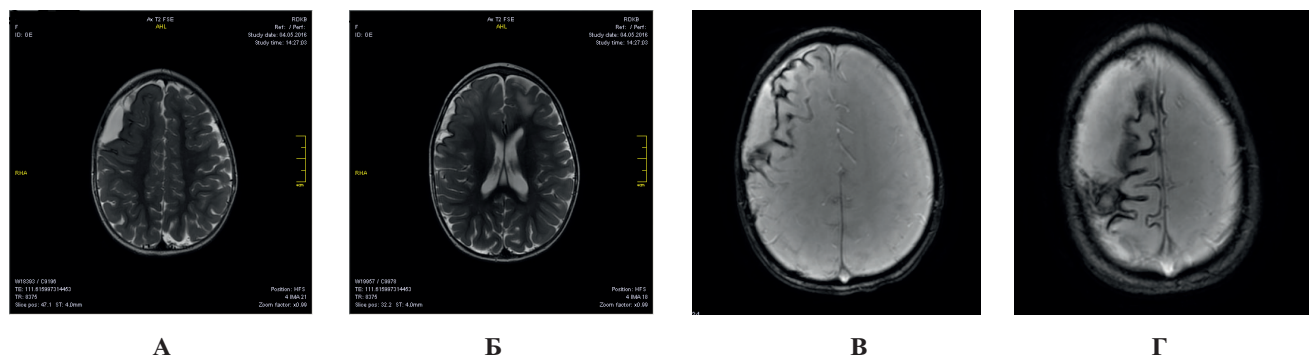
(А–Г). Пациент Ч., 12 лет. Синдром Штурге-Вебера. МРТ (3 Тл) – ИП T2 FSE (А,Б) и SWAN (Б,Г) в аксиальной проекции демонстрируют суперфициальный сидероз в правой лобной области, сопряженный с корково-подкорковой церебральной атрофией (собственное исследование).
